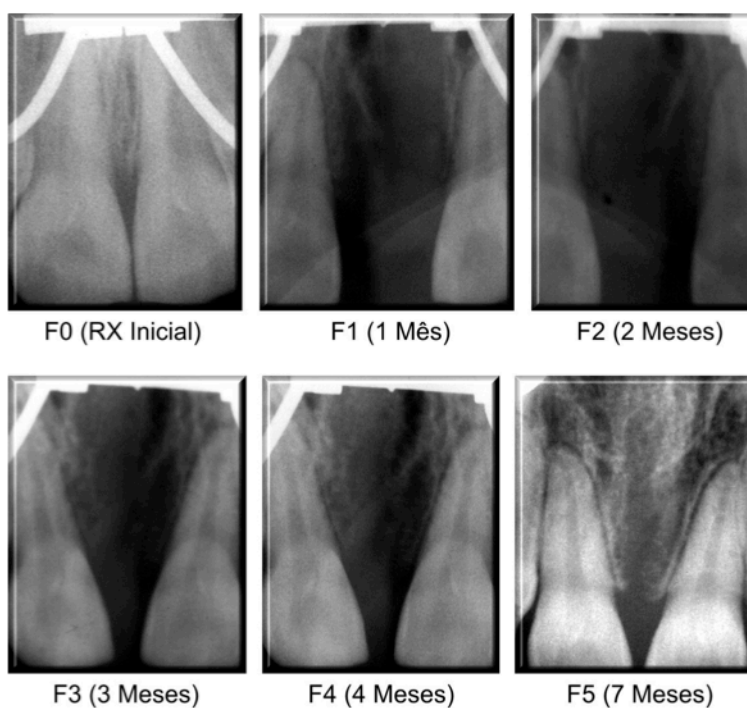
Radiografias digitais SPM anterior do paciente nove, nos tempos medidos no pré-operatório (F0), um mês pós-operatório (F1), dois meses (F2), três meses (F3), quatro meses (F4) e sete meses (F5) do grupo controle.
